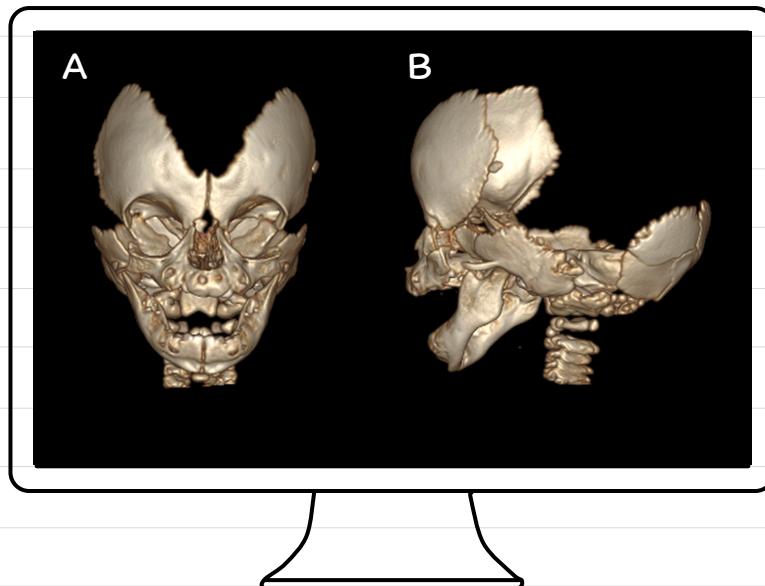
Reconstrucción en 3D de TAC simple de cráneo. A: Vista anterior. B: Vista lateral
